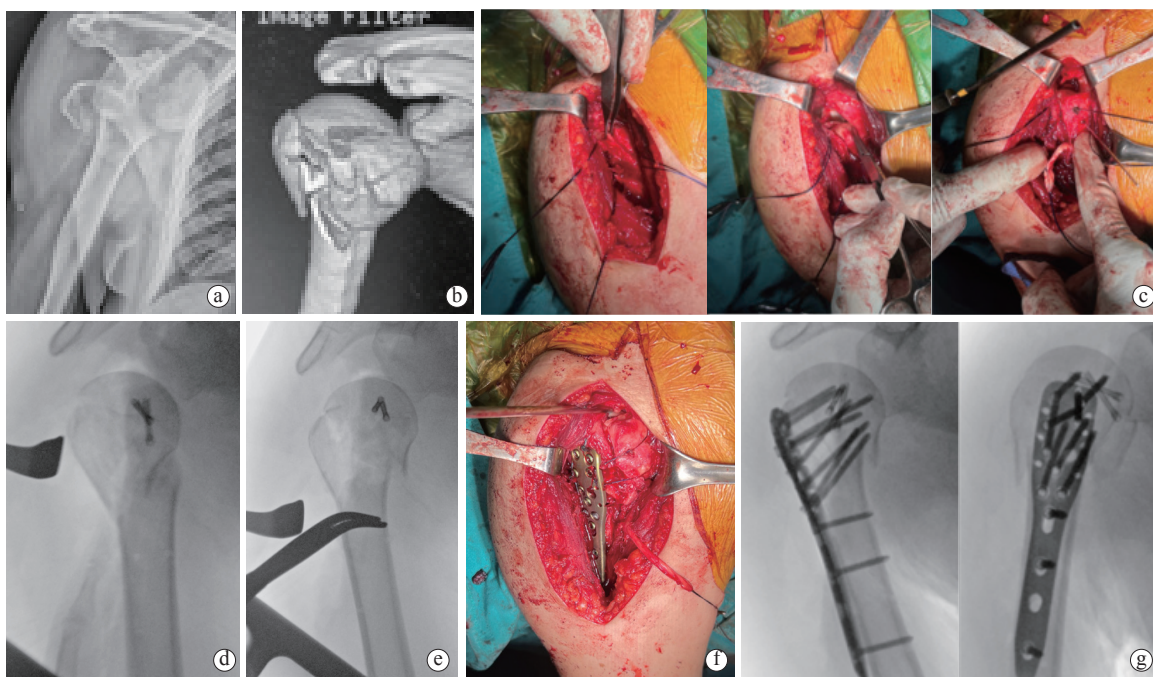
典型病例 1：肱骨近端 4 部分骨折、肱骨头劈裂 a. 伤后右肩正位 X 线片显示右肩骨折脱位，肱骨头劈裂 b. 肩关节脱位闭合复位后三维 CT 重建显示肱骨近端骨折粉碎 c. 术中照片显示经胸大肌三角肌入路（左）显露肱骨头骨块（中），直视下复位用 2 枚空心钉固定（右） d. 术中透视显示埋头螺钉固定肱骨头骨块，复位良好 e. 术中透视显示大小结节和外科颈骨块复位后颈干角恢复 f. 术中照片显示缝合肩袖组织的缝线穿过钢板小孔固定牢靠 g. 术毕肩关节正侧位 X 线片显示钢板螺钉固定在位，颈干角和后倾角恢复
